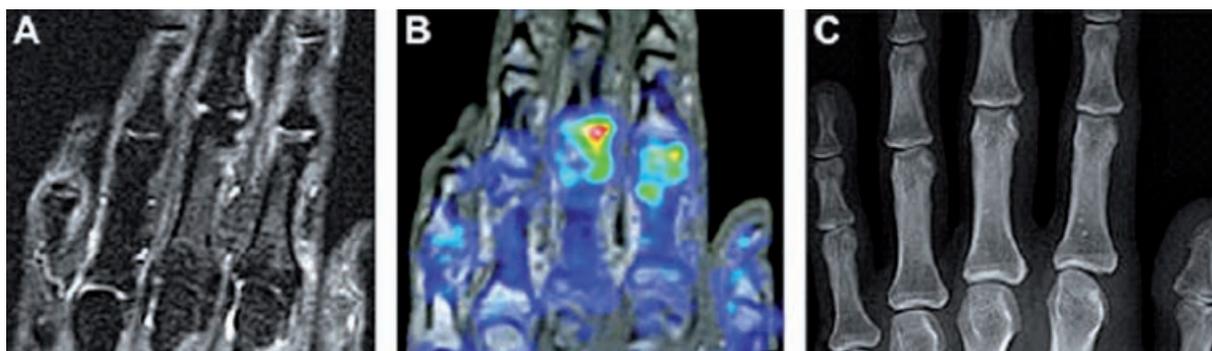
Imagerie métabolique (médecine nucléaire). Patient présentant une PR de découverte récente. L'imagerie métabolique en Tc99m-MDP SPECT montre des zones focales d'hypermétabolisme osseux des IPP des 2^e et 3^e rayons alors que les clichés simples et surtout l'IRM (coronal STIR) ne montrent pas d'anomalies osseuses notables (mais par contre une synovite sur les séquences injectées). D'après [22].
